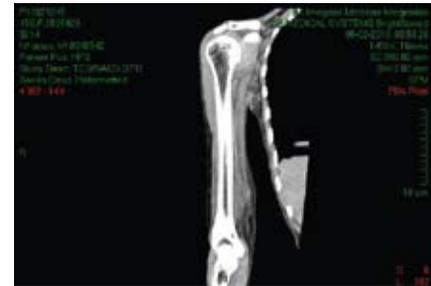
CT scan coronal reconstruction of right arm showing several axilar lymphadenopathies.
